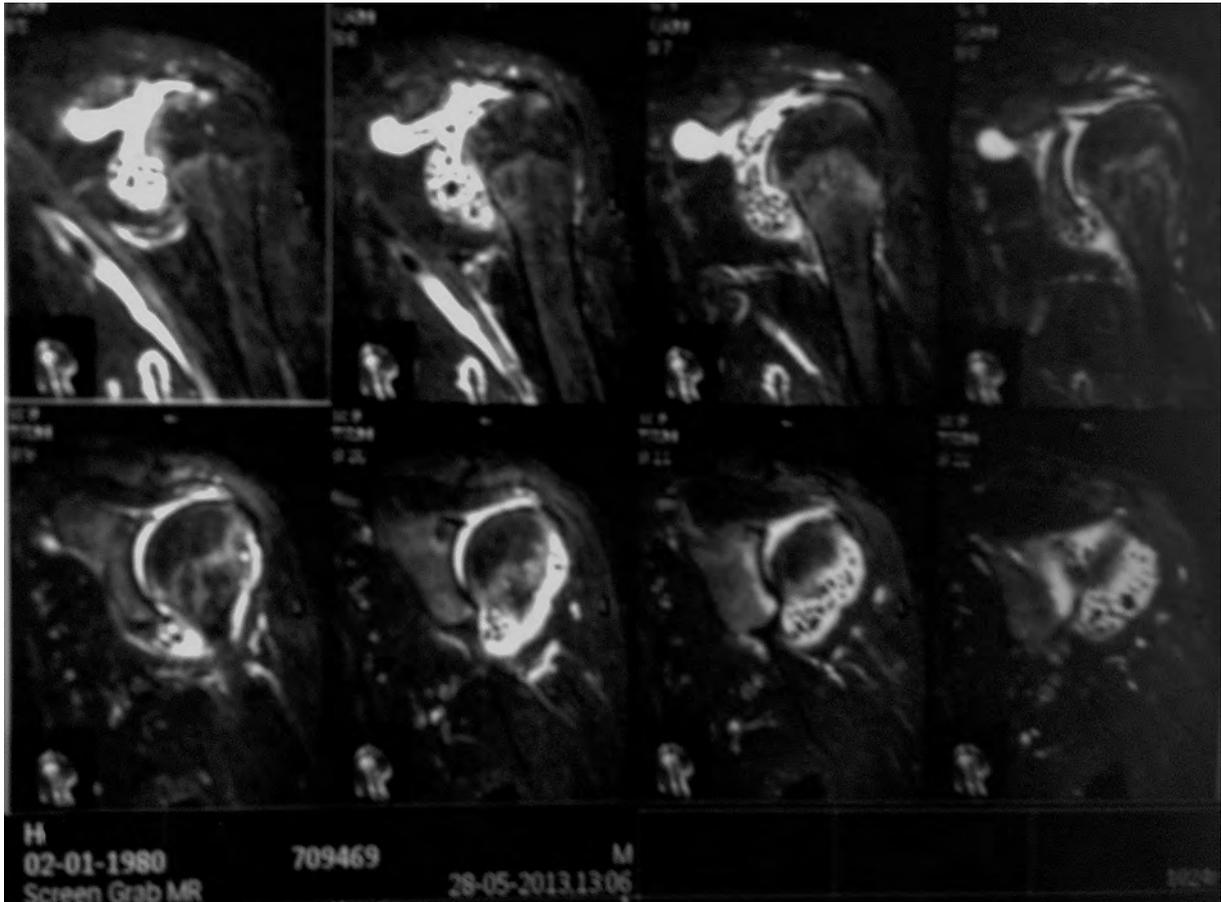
МРТ пациента X. (до операции).
